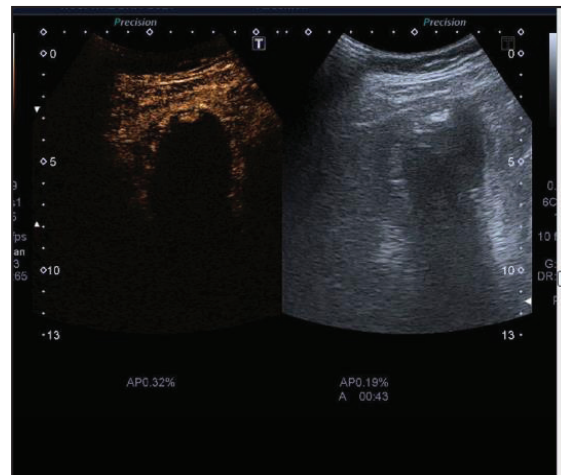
Imagen final CEUS (izquierda) y ecografía modo B (derecha) mostrando la captación de la vesícula biliar
